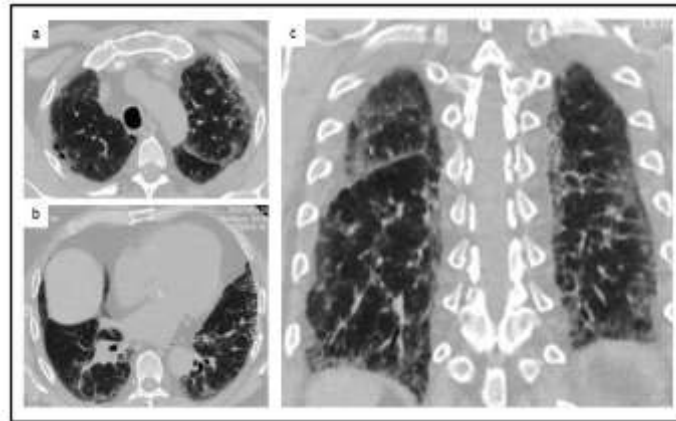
TAC de tórax de adulto con disnea y labores en chapería y pintura de autos que muestra espesamiento pleural apical bilateral junto a opacidades subpleurales y algunos escasos quistes que insinúan panalización en el plano frontal (a); en regiones dependientes se nota espesamiento de septos interlobulares y opacidades periféricas con bronquiectasias de tracción y distorsión de la arquitectura pulmonar (b); en el plano coronal se aprecia el compromiso preferencial de regiones superiores (c).
